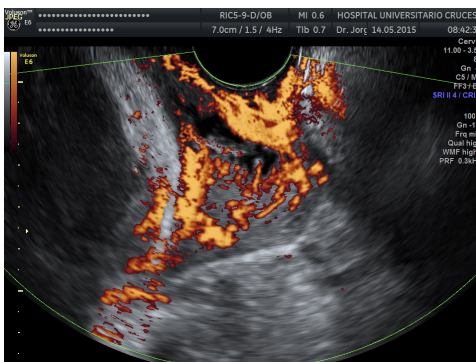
Imagen del cervix con Power Doppler, sístole, PRF 0.3
